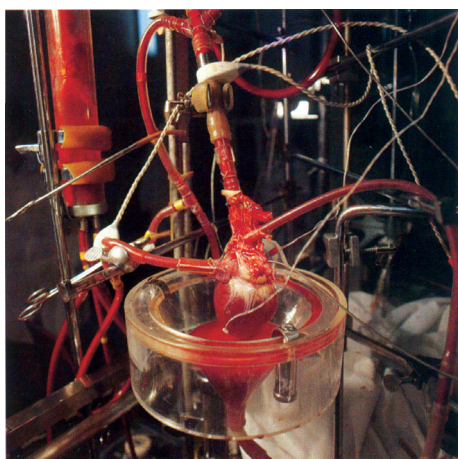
Модель экстракорпорального сохранения сердца с его непрерывной перфузией оксигенированной кровью. Авторы: А.А. Вишневский, В.Ф. Портной, Г.К. Вандяев. 1970-е гг.
